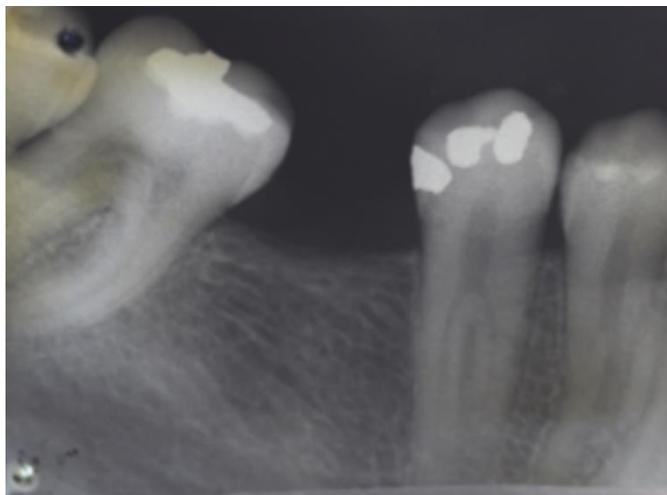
Radiografia periapical inicial correspondente ao espaço ausente da unidade 46.
